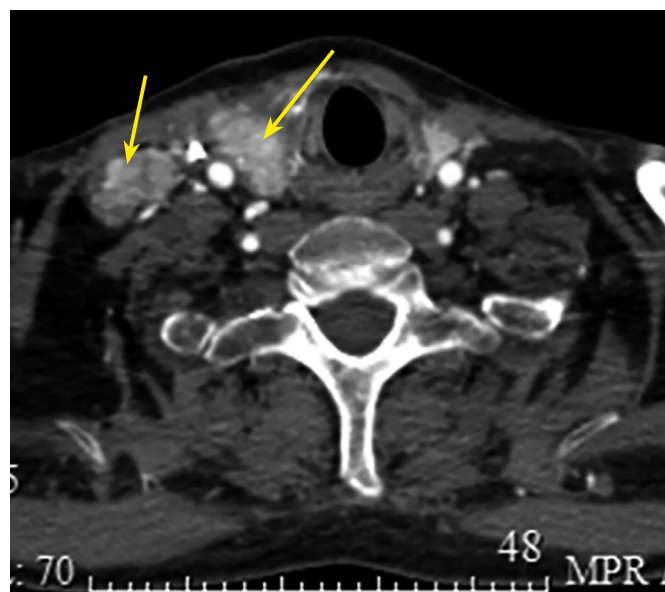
КТ шеи с в/в контрастом: образование правой доли ЩЖ — до 5 см, множественные центральные и боковые шейные лимфатические узлы с патологическим накоплением контраста.
